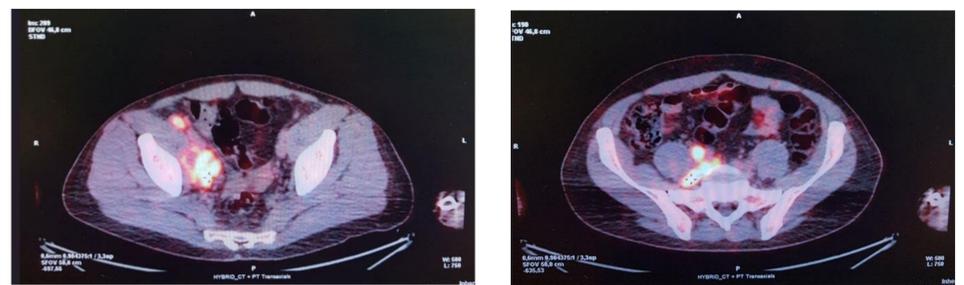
Immagini TC-PET (15 Giugno 2022) che evidenziano patologico ipermetabolismo glucidico dei linfonodi addominali con SUV max 22.2 a sede lombo-aortica dx.
